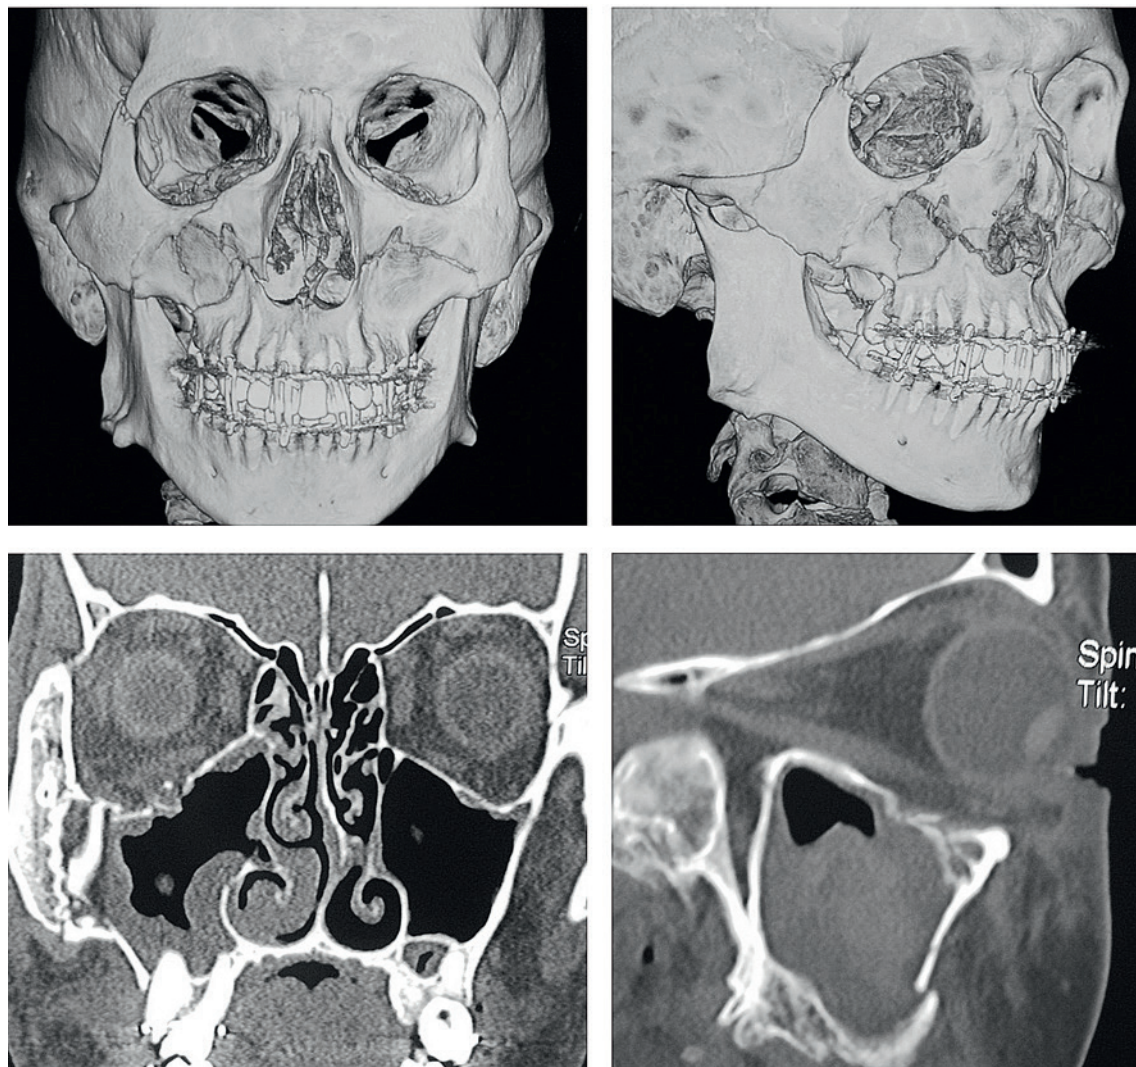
Рентгенологическая картина перелома у больного Н.
